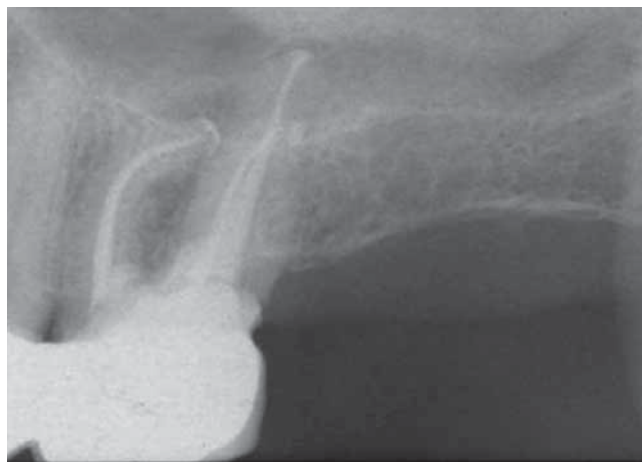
Radiografia postoperatoria di 2.6. Otturazione eseguita con tecnica System-B e apical gauging effettuato con IG-File: si nota l'ottimo controllo del materiale da otturazione all'interno dello spazio endodontico.
